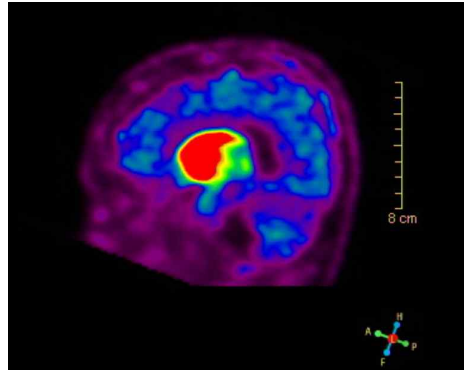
PET (positron emission tomography; sagittal view)
